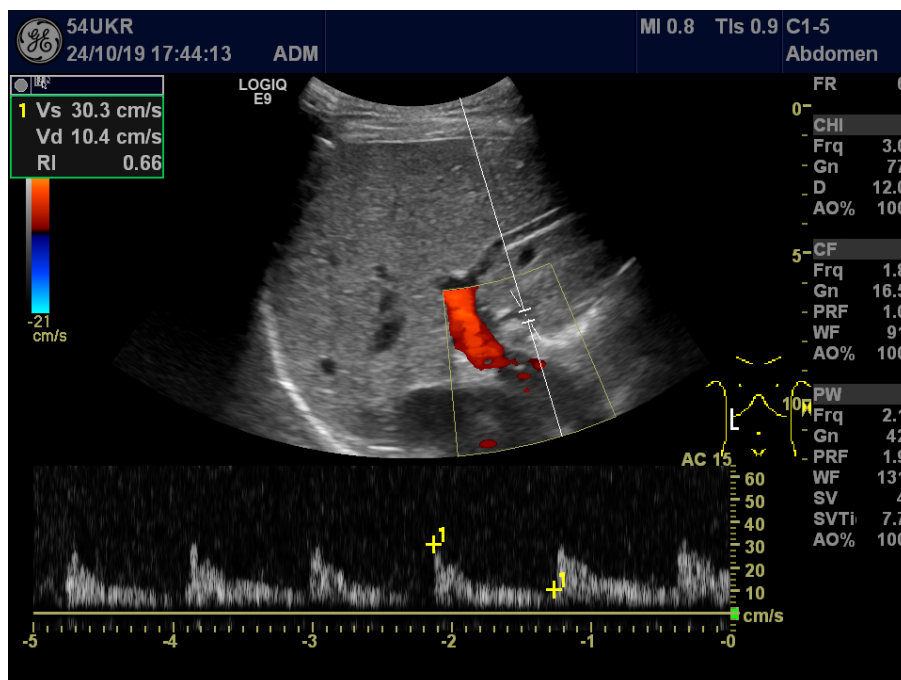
Dopplersonographie der Leberarterie in Triplex-Technik (B-Bild + Farbdoppler + Spektrodoppler). Zu sehen ist die Ableitung des arteriellen Flusssignals, in dem manuell die PSV und EDV markiert wurden. Die Berechnung des HARI erfolgte automatisch durch das Ultraschallgerät und betrug in diesem Beispiel 0,66.
